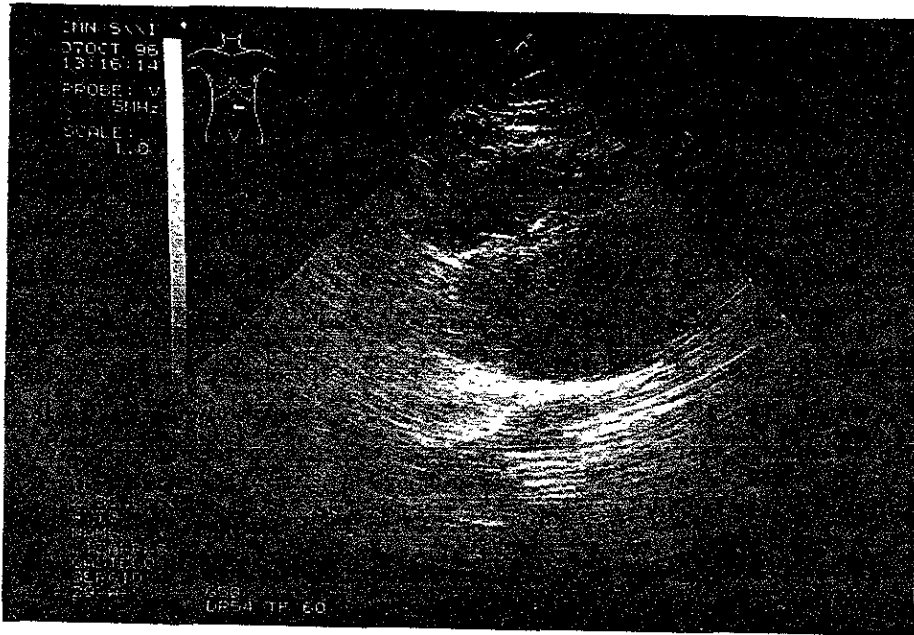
Imagen de ultrasonido abdominal donde observamos hacia el mesogastrio una lesión redondeada hipodensa no bien delimitada, que correspondió con adenopatías retroperitoneales.
